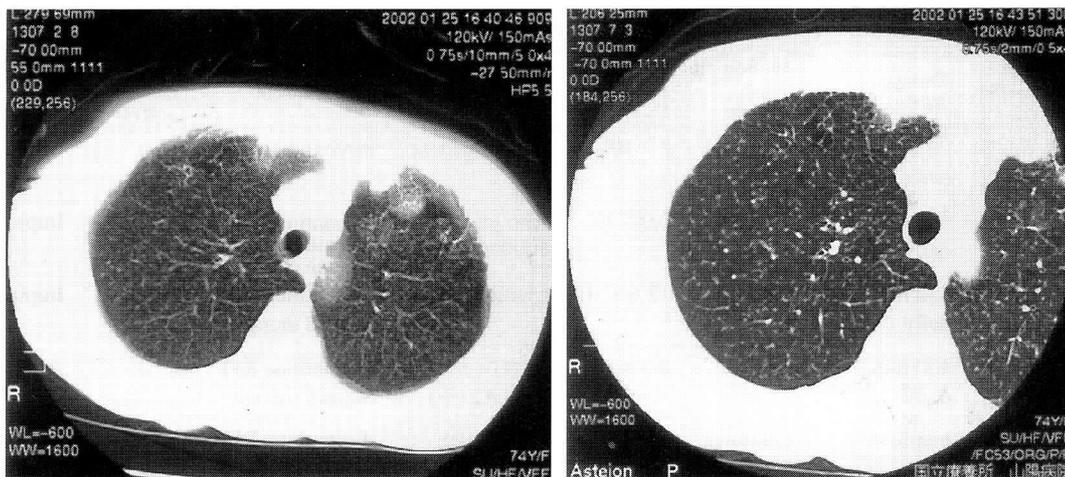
CT scans of the chest showed diffuse micronodules in all lung fields, which was strongly suspected miliary tuberculosis.
